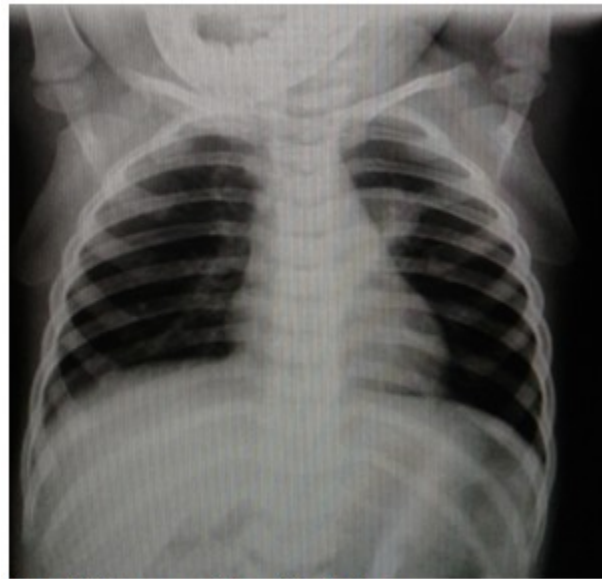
Primera radiografía de tórax
